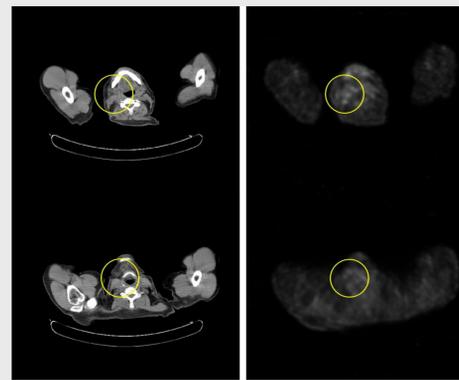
PET-TAC al diagnóstico. Pequeñas adenopatías laterocervicales derechas hasta 8 mm, con SUV máx 2.3.
